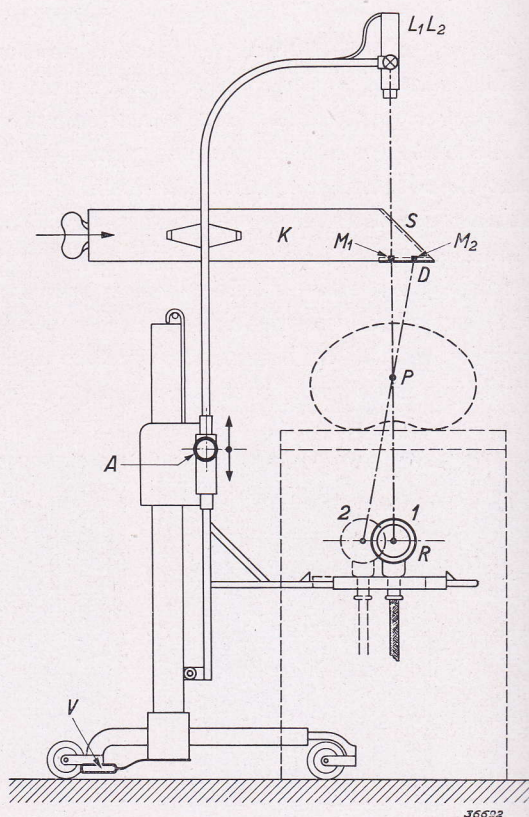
Uitvoering van de kogelzoeker. 1, 2 standen, waarin de röntgenbuis R kan worden gebracht. M_1 , M_2 merkteekens op doorlichtingsscherm D . S spiegel, K koker; de pijl geeft de kijkrichting van de persoon, die het toestel bedient. L_1 , L_2 twee, in deze teekening juist achter elkaar gelegen, projectiestellen. Het punt P wordt op de plaats van het projectiel gebracht. A bedieningshandle, V voetrem.
